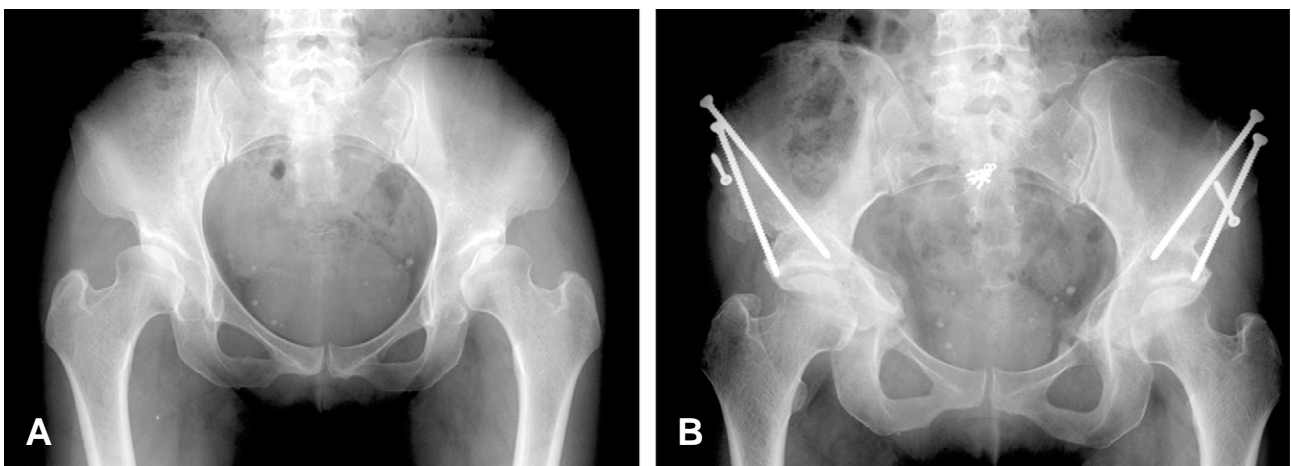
This patient is 45-year-old female. (A) Preoperative radiograph shows dysplasia at both hips. (B) Bernese periacetabular osteotomy is performed.
